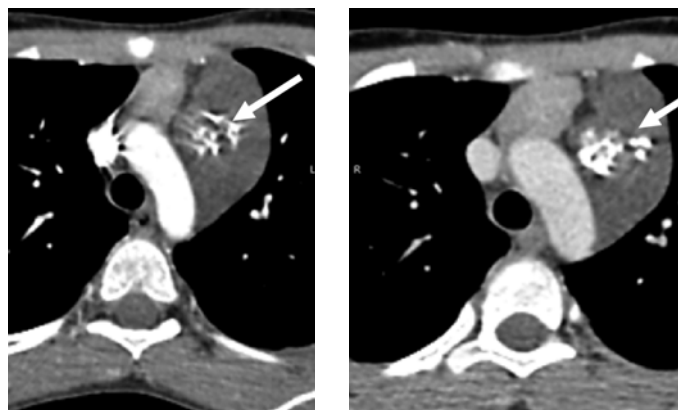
Компьютерная томография ОГК с внутривенным контрастированием. Лакунарное накопление контрастного препарата указано стрелками
